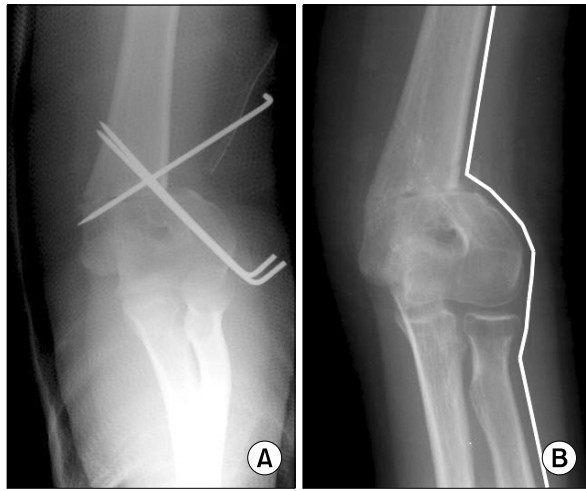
(A) Lateral closing wedge osteotomy was performed. (B) Lazy 'S' deformity was observed on the radiograph of two months after the operation.
